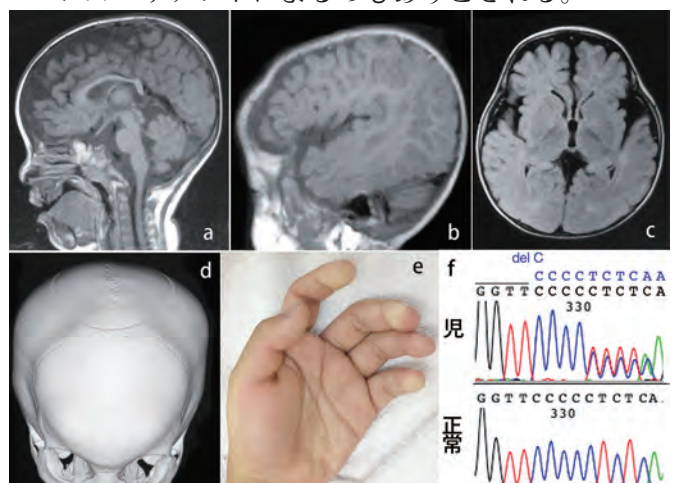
症例 1: 頭部 MRI (a, b, c)、頭部 3D-CT (d)、手指 (e)、ASXL3 遺伝子解析結果 (f)
